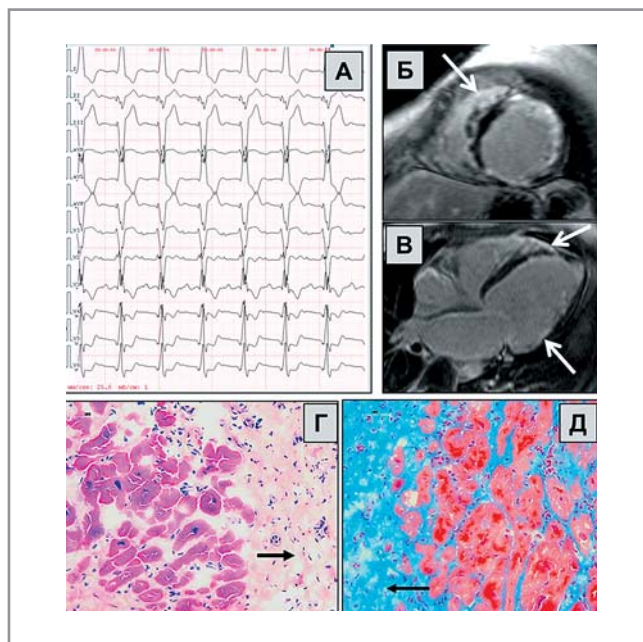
Пример пациента из группы II с клинической картиной тяжелой бивентрикулярной сердечной недостаточности. Пациентка В., 35 лет. А – электрокардиограмма: отмечается AV-блокада I степени ($PQ=0,31$), полная БЛНПГ (ширина комплекса QRS 150 мс); Б, В – изображения МРТ той же пациентки: отмечается субэпикардальное (нижнебоковая стенка ЛЖ) и интрамуральное (межжелудочковая перегородка – МЖП) позднее накопление контрастного препарата (отмечено стрелками); Г, Д – препараты эндомикардиальной биопсии той же больной. Г – окраска гематоксилином и эозином, Д – окраска по Массону (коллагеновые волокна прокрашены синим). Стрелками указан массивный крупноочаговый кардиосклероз – следствие разрешившегося миокардита.
